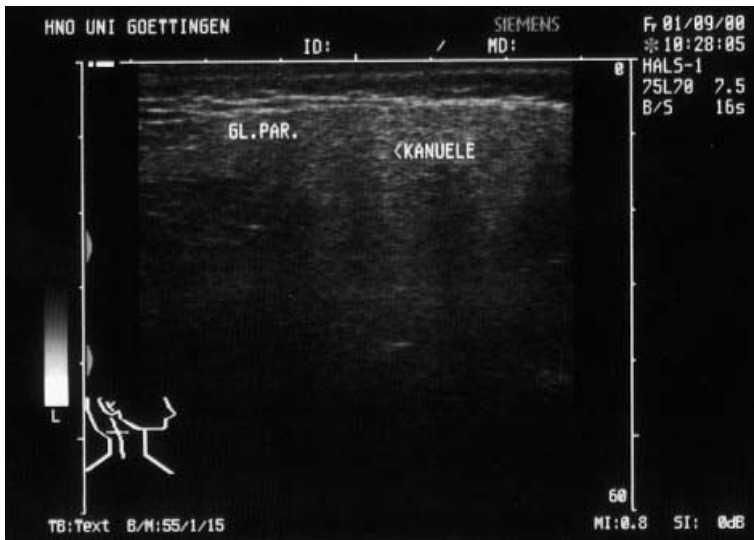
▲ Sonographisches Bild der Injektionskanüle in der Glandula parotis
